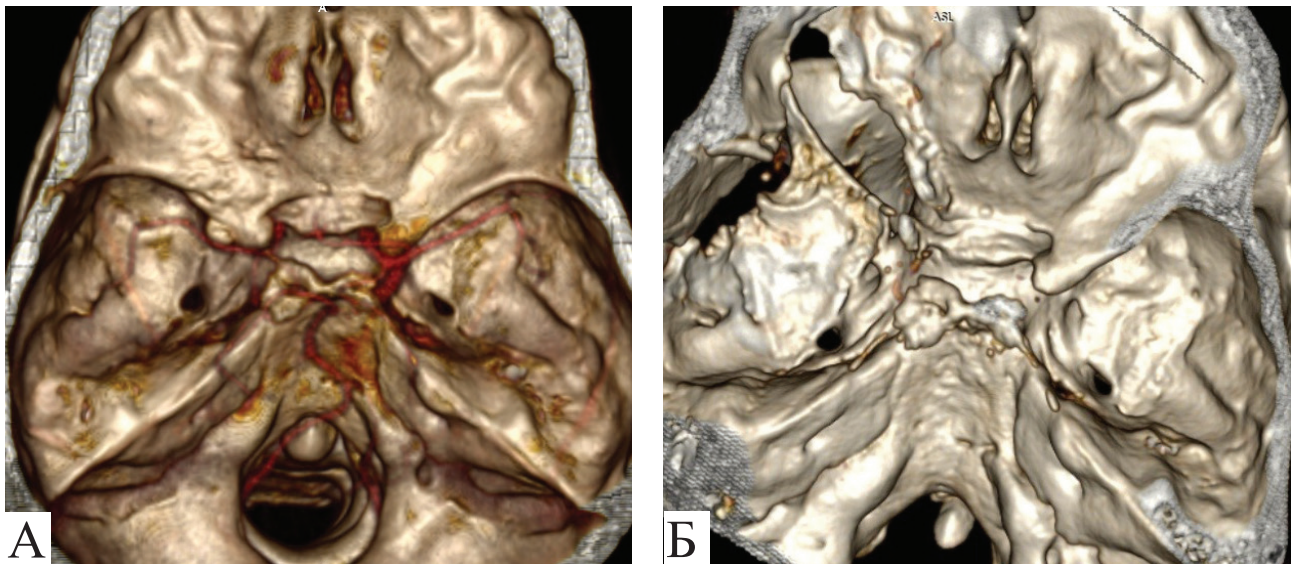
Мультиспіральна комп'ютерна томографія. Менінгіома навколоселярної локалізації з поширенням у канал зорового нерва: А — до операції (гіперостоз переднього нахилоного відростка); Б — після операції (резекція переднього нахилоного відростка та даху зорового каналу)
